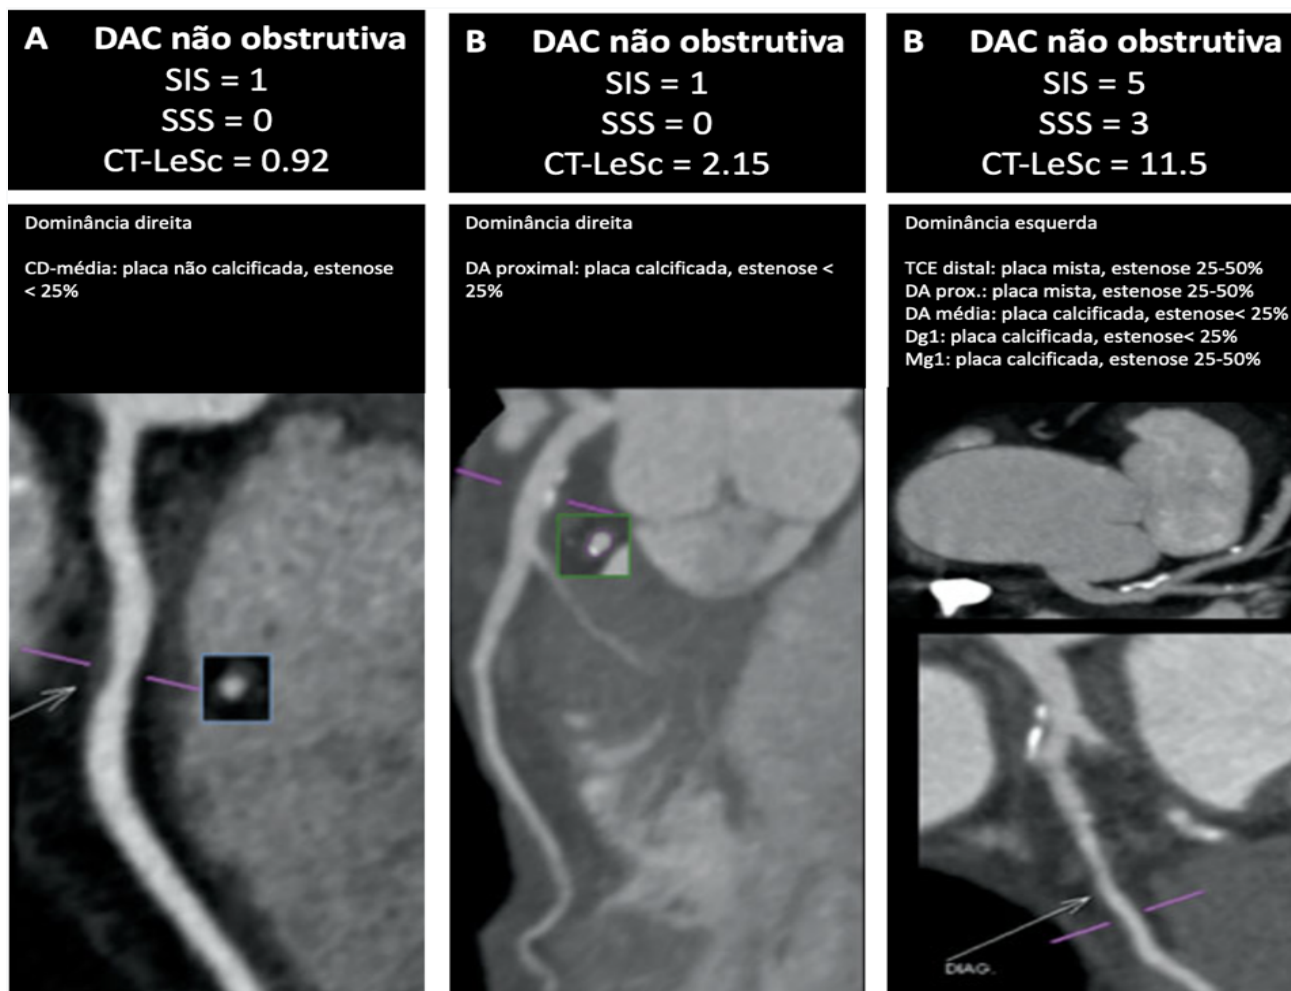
Três exemplos de casos de pacientes com DAC não obstrutiva estratificados por diferentes escores de carga aterosclerótica coronariana. No painel A, um paciente com uma única lesão no terço médio da ACD (ponderação para localização x tipo de placa x grau da estenose = $1 \times 1,5 \times 0,615 = 0,92$); No painel B, um paciente com uma única lesão proximal DA (CT-LeSc = $3,5 \times 1 \times 0,615 = 2,15$). No painel C, um paciente com dominância esquerda e 5 lesões não obstrutivas com um total CT-LeSc = TCE ($6 \times 1,5 \times 0,615$) + ADA proximal ($3,5 \times 1,5 \times 0,615$) + DA médio ($2,5 \times 1 \times 0,615$) + Dg1 ($1 \times 1 \times 0,615$) + Dg1 ($1 \times 1 \times 0,615$) = 11,5. DAC: doença arterial coronariana; escore CT-LeSc: escore de Leaman; escore de envolvimento do segmento SIS; escore de estenose do segmento SSS; TCE: tronco da artéria coronária esquerda; ADA: artéria descendente anterior, ACX: circunflexa esquerda; ACD artéria coronária direita; 1ºDiag. primeiro ramo diagonal; 1ºMg, primeiro ramo marginal obtuso (modificado de MUSHTAQ et al., 2015).
